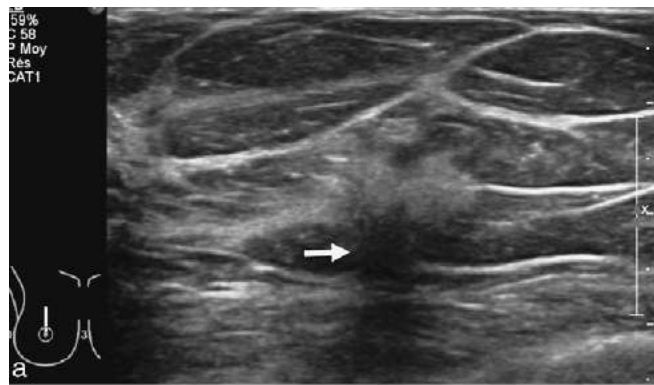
image d'échographie mammaire avec une image lacunaire atténuante .
